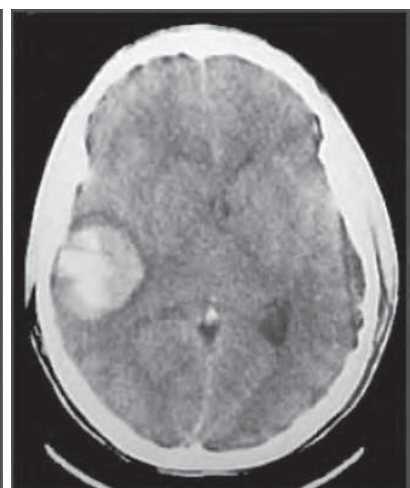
/4.- TAC de cráneo. Hematoma lobar sin edema perilesional ni efecto de masa.
